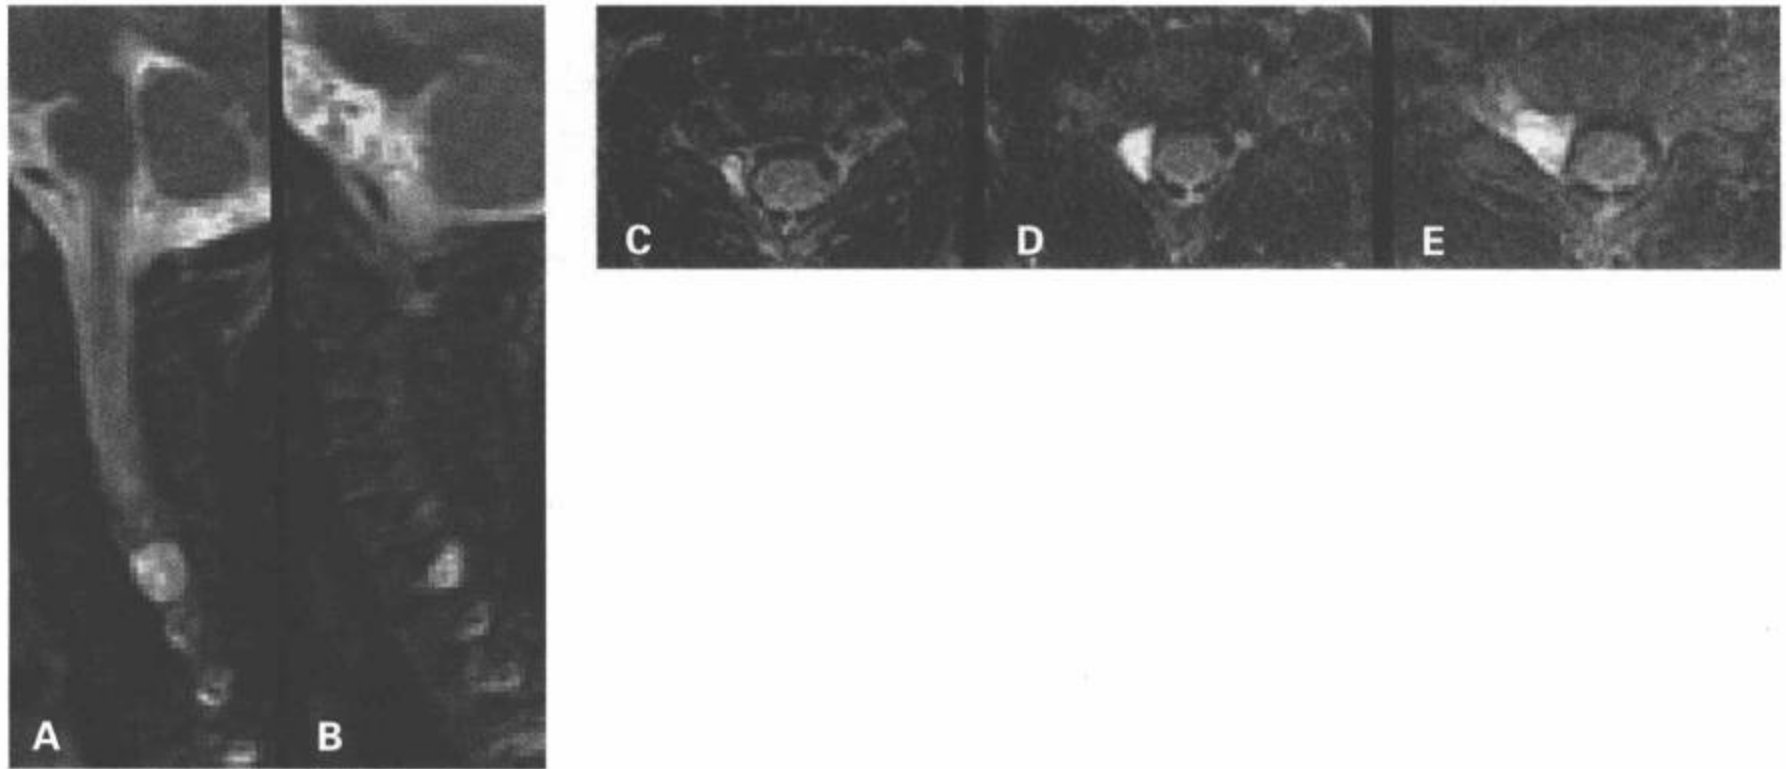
神经根撕裂后的神经根鞘扩张。A, B: 矢状面 T2 加权图像显示椎间孔内充满脑脊液的突出囊肿, 未见特征性低信号的出行神经根。C, D, E: T2 加权横断面图像肯定脑脊液充填的出行神经根鞘扩张。(From: Flanders AE, Croul SE. Spinal trauma. In: Atlas SW. Magnetic Resonance Imaging of Brain and Spine. 3rd ed. Philadelphia: Lippincott Williams & Wilkins; 2002: 1774, with permission.)
